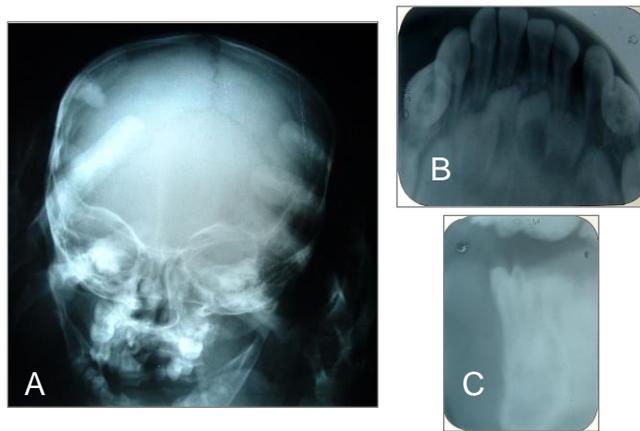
Estudio radiográfico. A. Postero-anterior. B. Periapical antero-inferior. C. Periapical extraoral. Nov. 2003.
